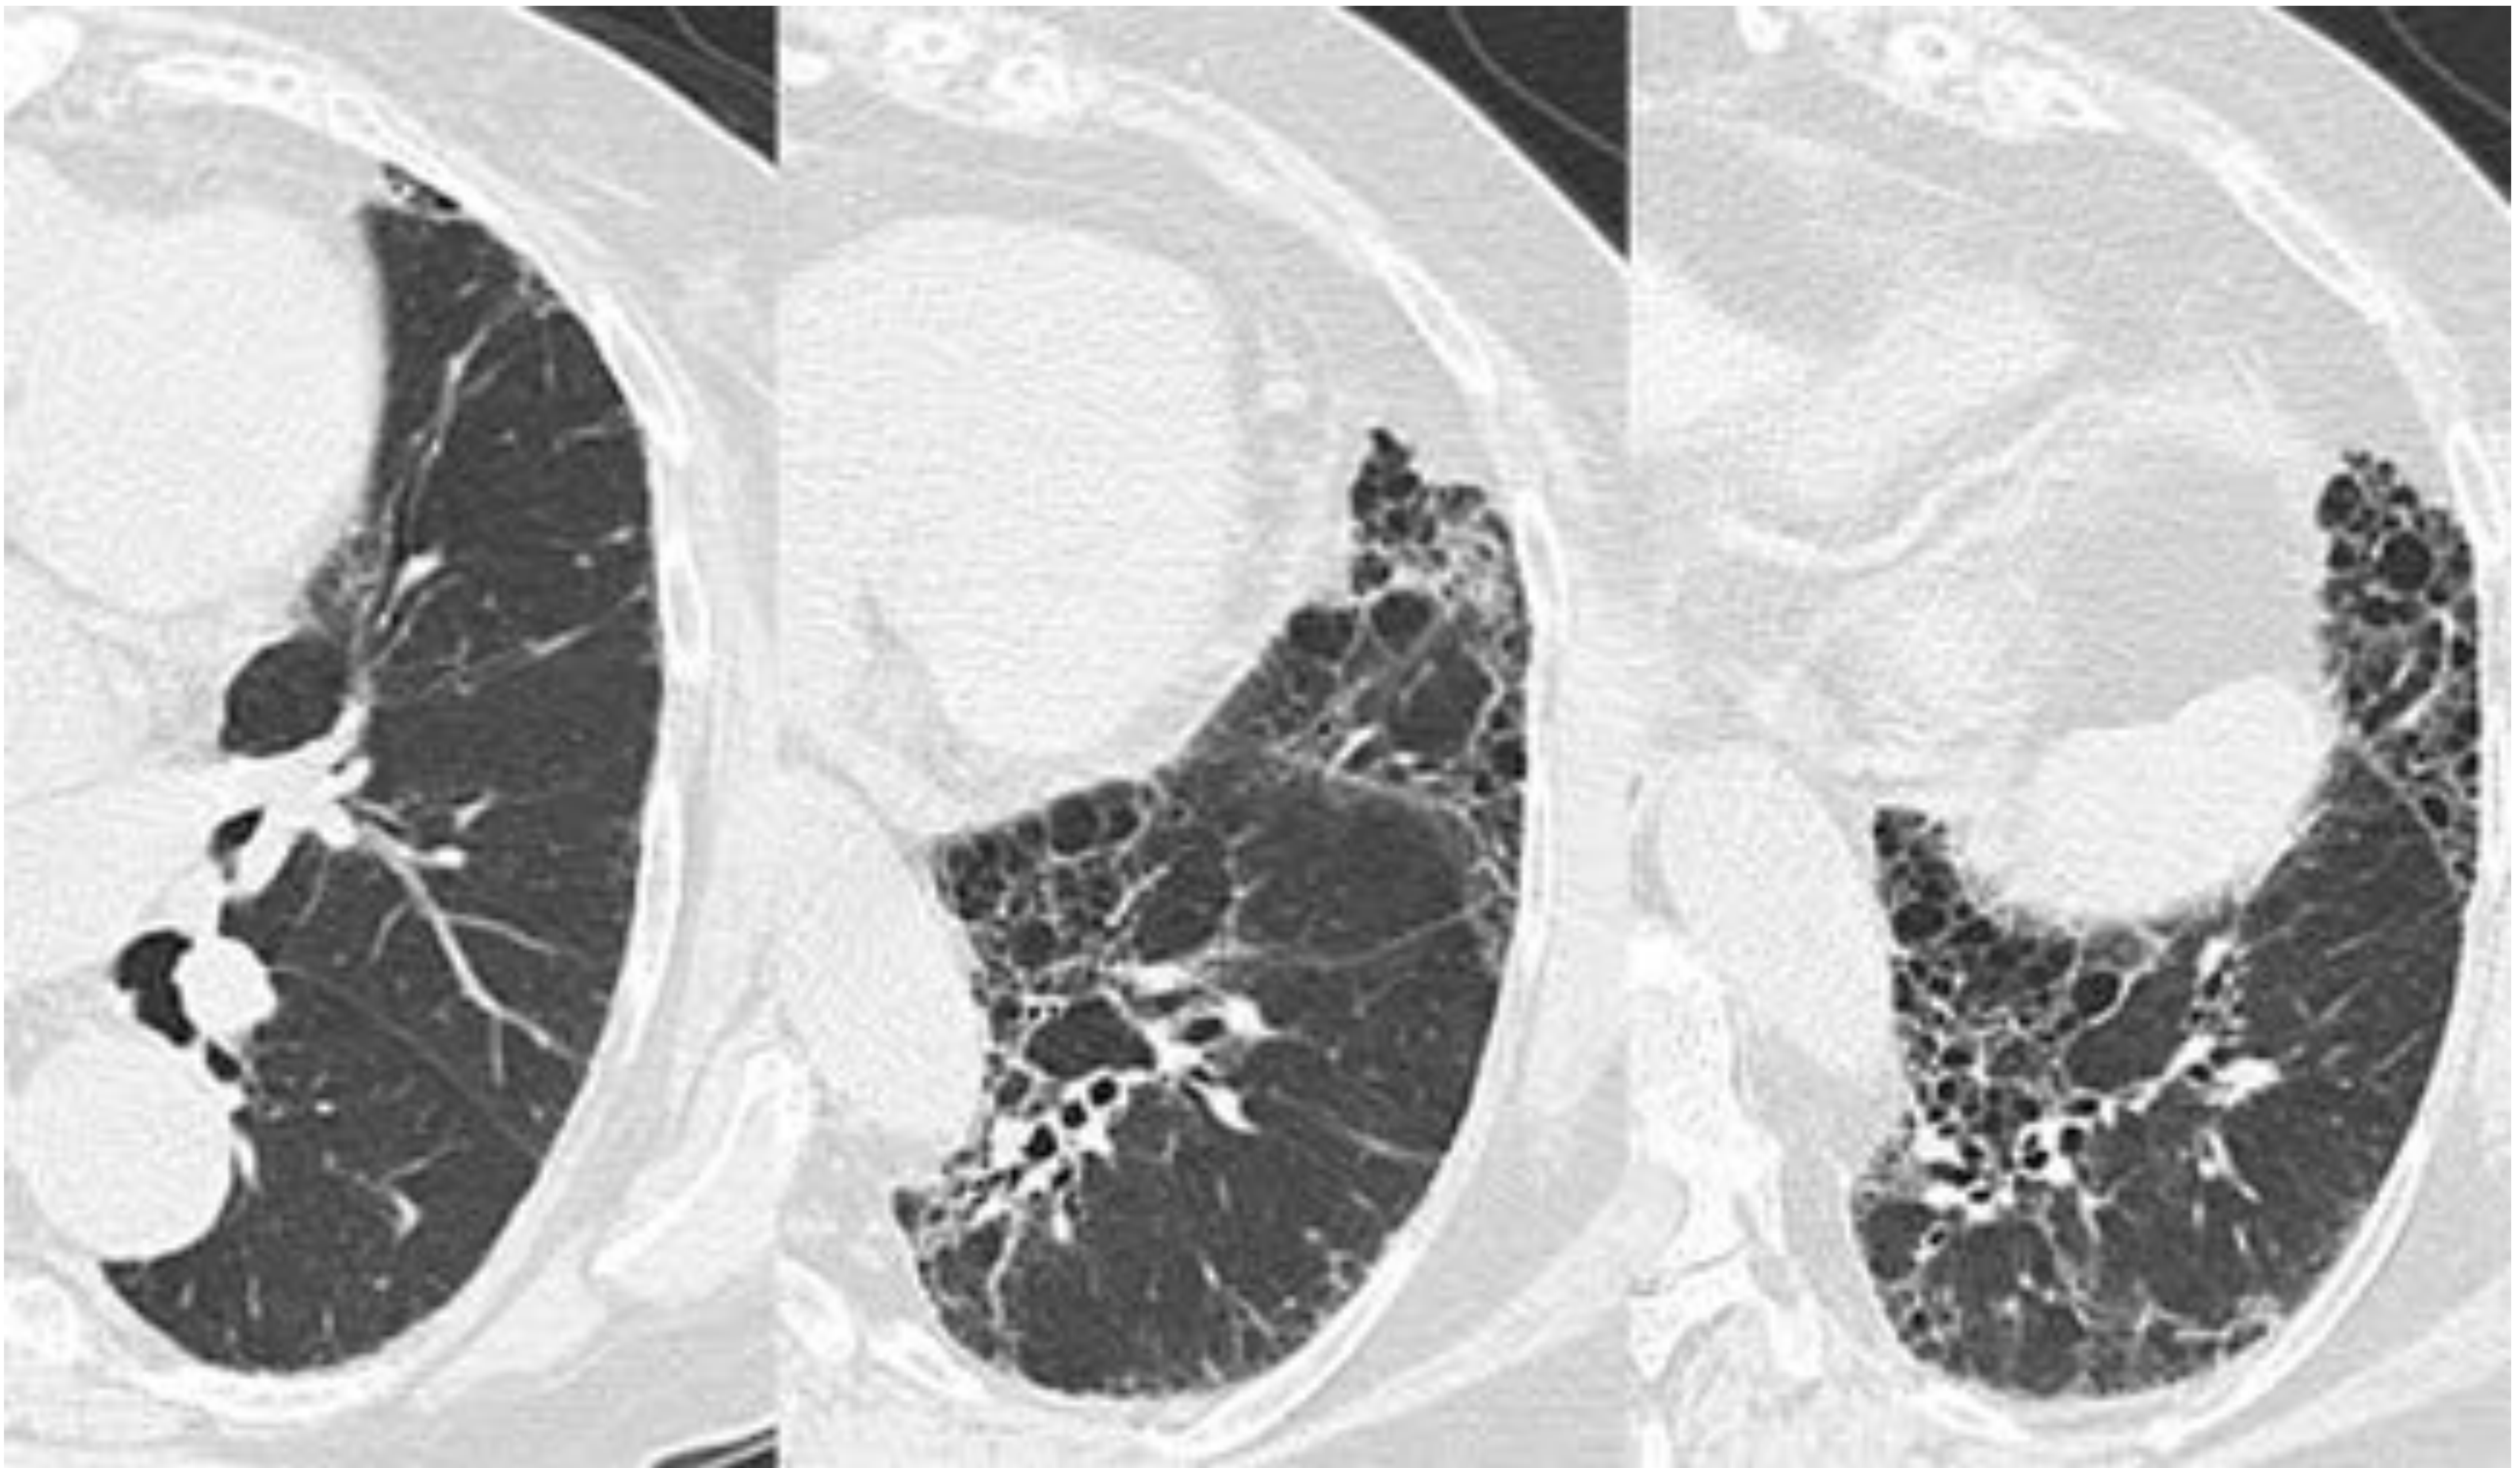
Paciente de 71 años con Síndrome de Sjögren a la que se le realiza TC de tórax, visualizando en cortes axiales con ventana para valoración de campos pulmonares enfocado en hemitórax izquierdo, áreas de panalización en su base y bronquiectasias de tracción, no apreciando vidrio deslustrado, compatible con NIU.
